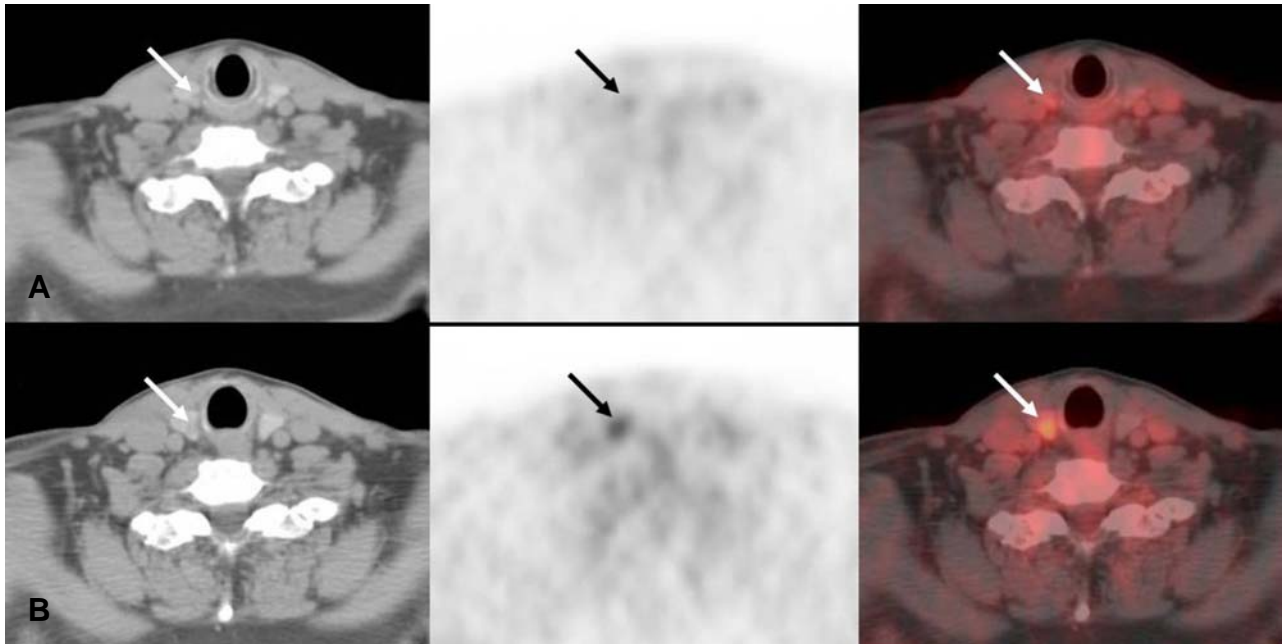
A 61-year-old male with 0.6 cm sized papillary thyroid microcarcinoma underwent dual time point ^{18}F -FDG PET/CT (A, B) before surgery. Mild ^{18}F -FDG uptake was seen (equivocal finding) in right thyroid gland in the first scan (A), whereas focal increased FDG uptake was seen (positive finding) in this thyroid nodule in second scan (B). The SUVmax of papillary thyroid microcarcinoma in the first scan was 2.6, whereas that of the second scan was 3.3. The percent change of SUVmax was 26.9%.
